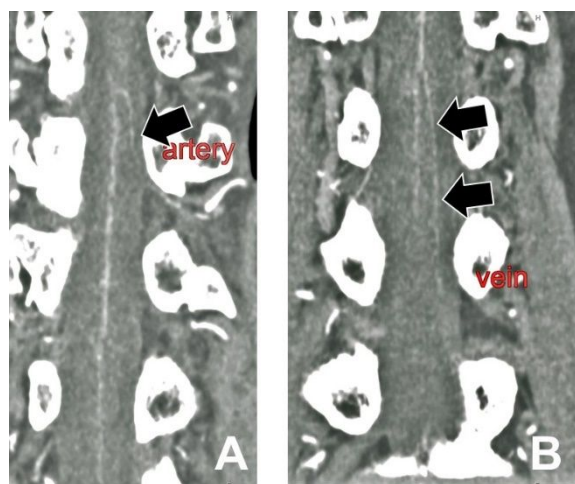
CT による Adamkiewicz 動脈と前根
